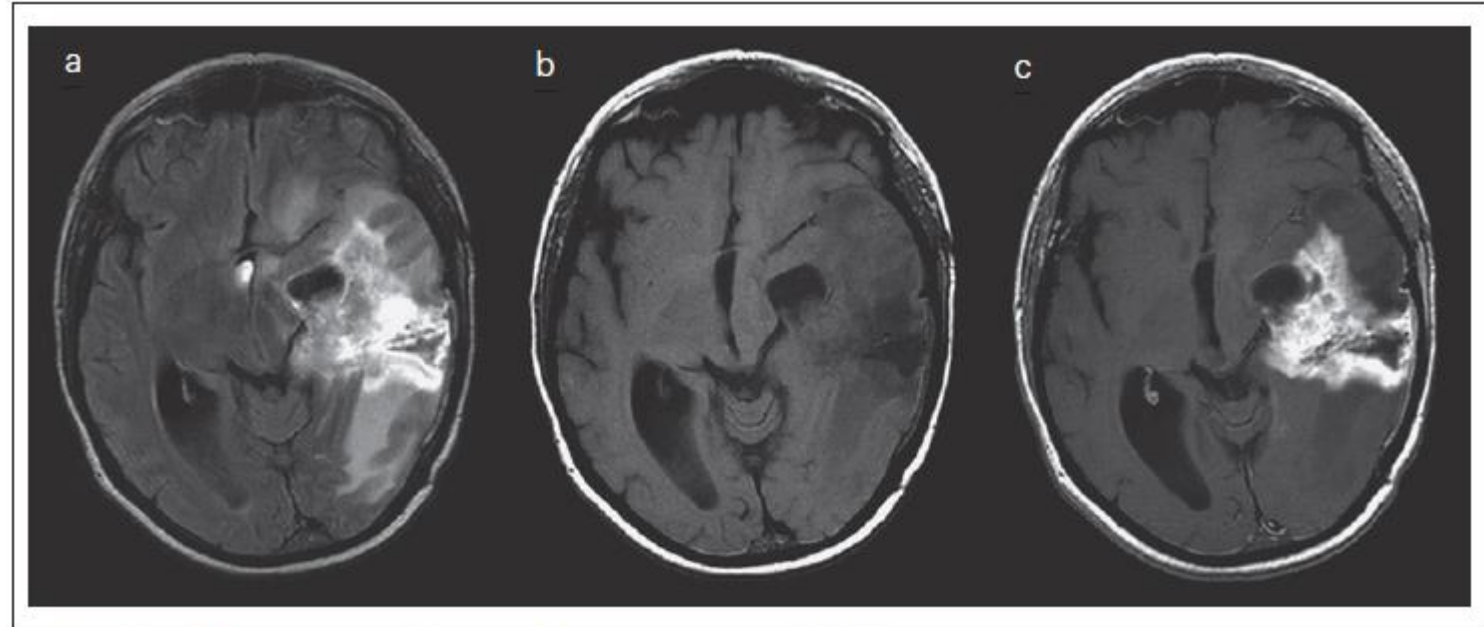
FLAIR (a) und T1-gewichtetes MRT vor (b) und nach (c) Applikation von Gd-BOPTA (MultiHance).
